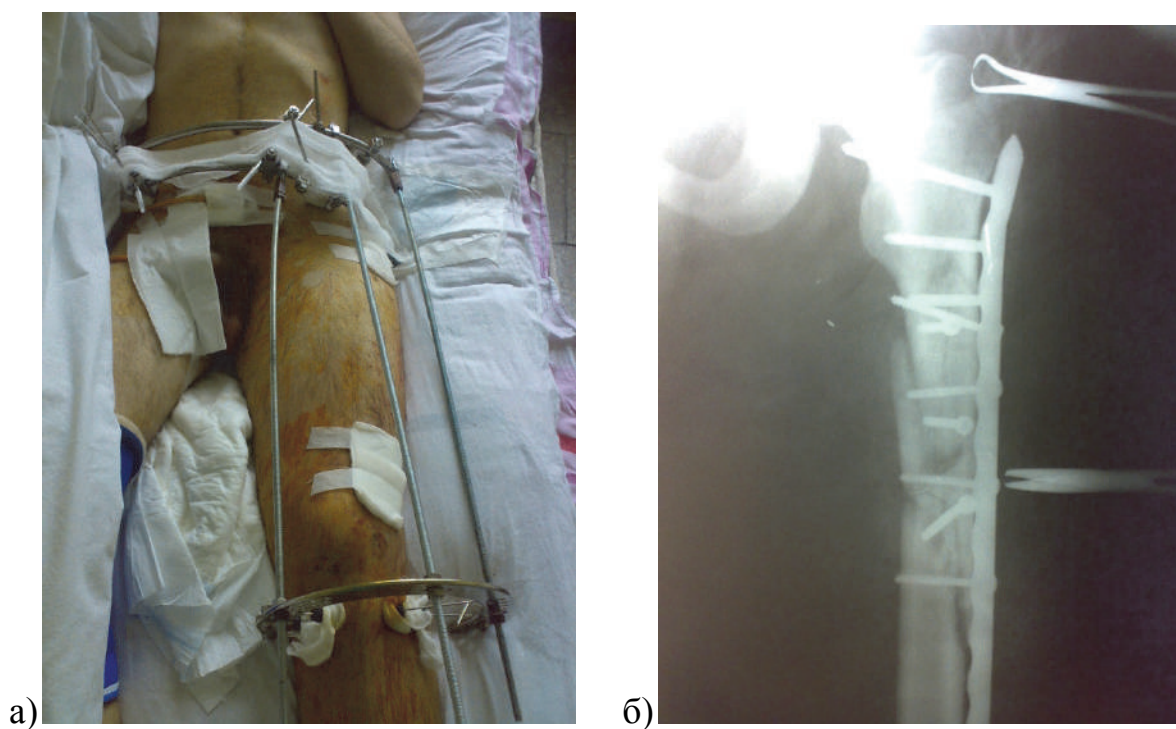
а) хворий Д., 23 років, історія хвороби № 23976, заміна АЗФ на лівому стегні на дистракційний апарат Ілізарова на 26 добу після травми; б) фотокопія інтраопераційної рентгенограми лівої стегнової кістки після проведення МОС перелому титановою пластиною на 36 добу після травми
